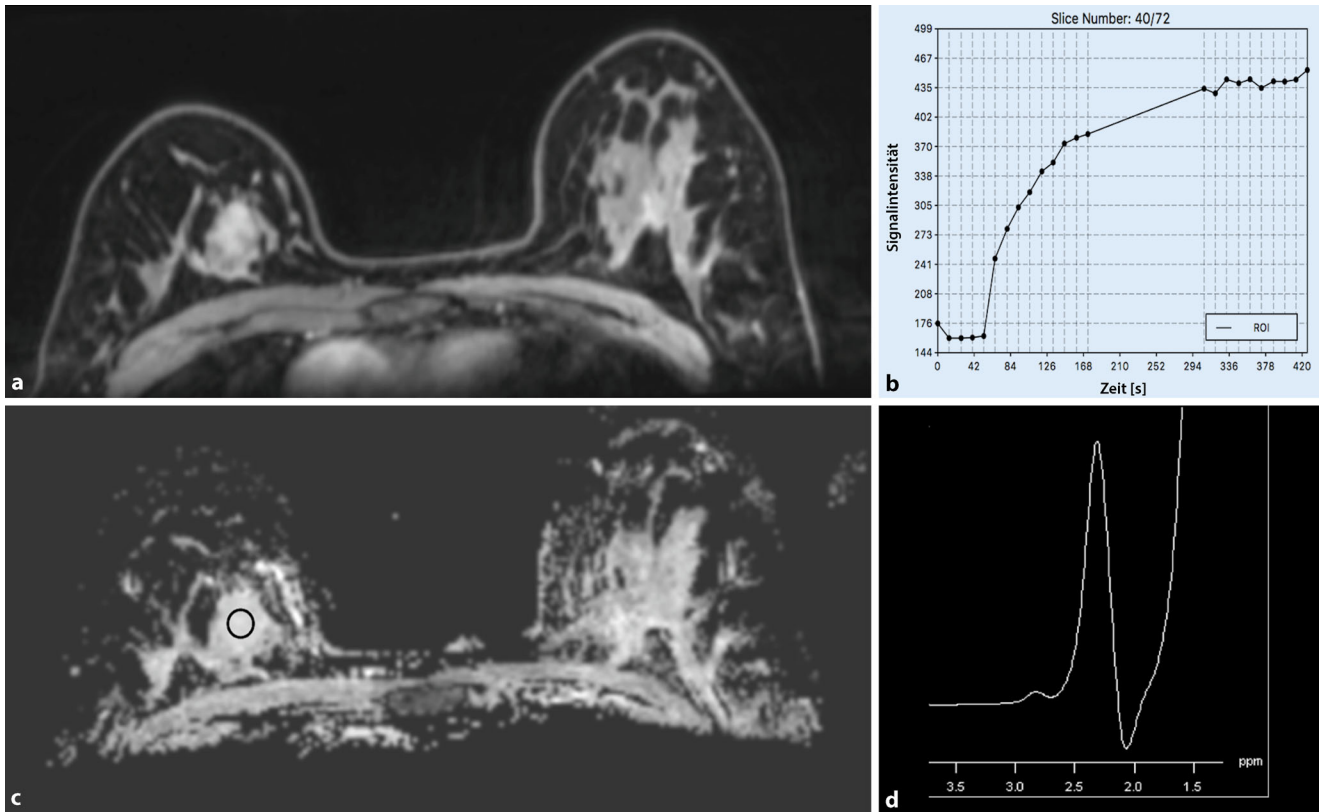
▲ Multiparametrische MRT mit KM-MRT, DWI und ^1H -MRSI bei 3 T. 49-jährige Patientin mit einem Fibroadenom der Mamma rechts in der 2-Uhr-Achse. a Die lobulierte Herdläsion mit nicht enhancingen Septierungen weist in b ein kontinuierliches KM-Enhancement auf. Die Herdläsion zeigt in c keine eingeschränkte Diffusivität. Die ADC-Werte betragen $1,76 \times 10^{-3} \text{ mm}^2/\text{s}$. d In der 3-D- ^1H -MRSI zeigt sich kein Cholinpeak. Die Läsion kann eindeutig als benigne (BI-RADS 2) gewertet werden. KM Kontrastmittel, DWI diffusionsgewichtete Bildgebung, ^1H -MRSI Protonenspektroskopie, ADC „apparent diffusion coefficient“, BI-RADS Breast Imaging Reporting and Data System
